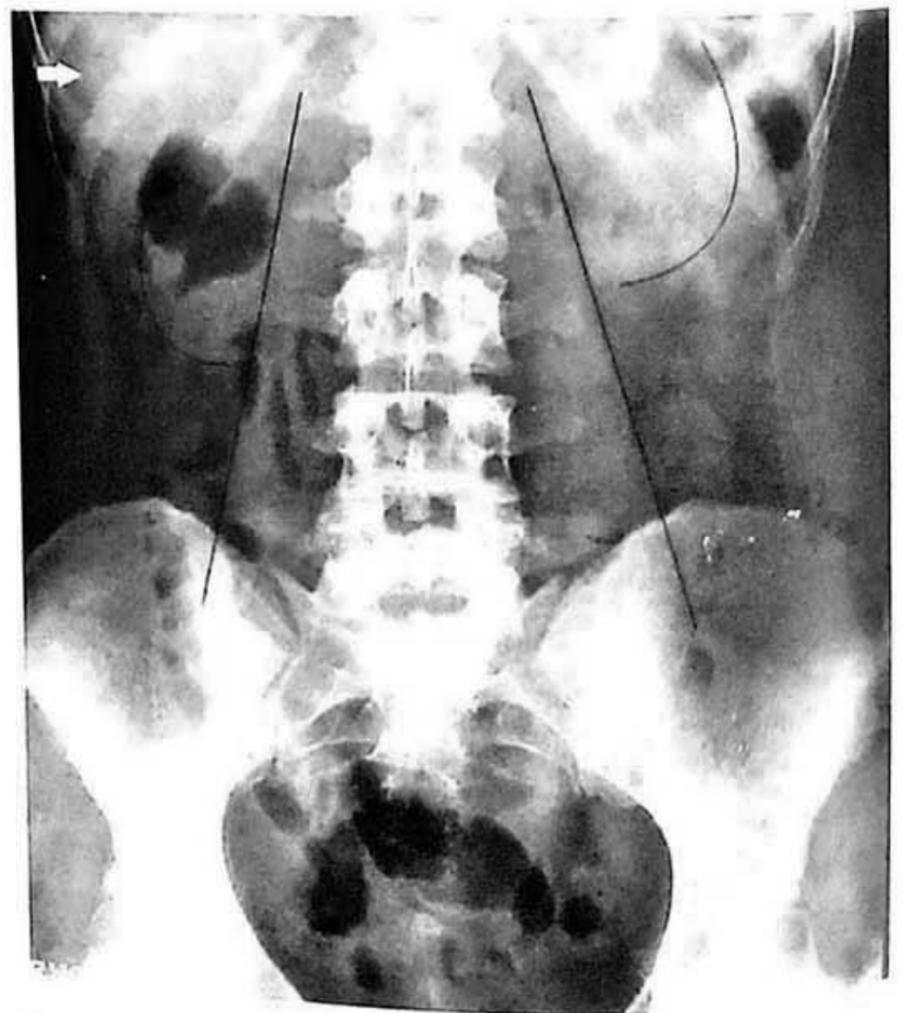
Radiografía simple de abdomen en la que se pueden observar las opacidades correspondientes al hígado (flecha blanca), músculos psoas (líneas rectas) y riñones (líneas curvas).
